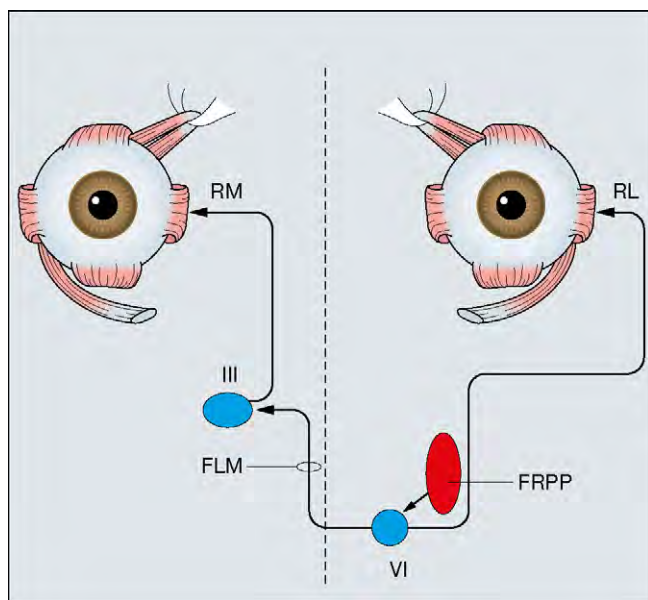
Vías anatómicas de los movimientos oculares horizontales (FRPP=formación reticular paramediana de la protuberancia; FLM=fascículo longitudinal medial; RM=recto medial; RL=recto lateral).
